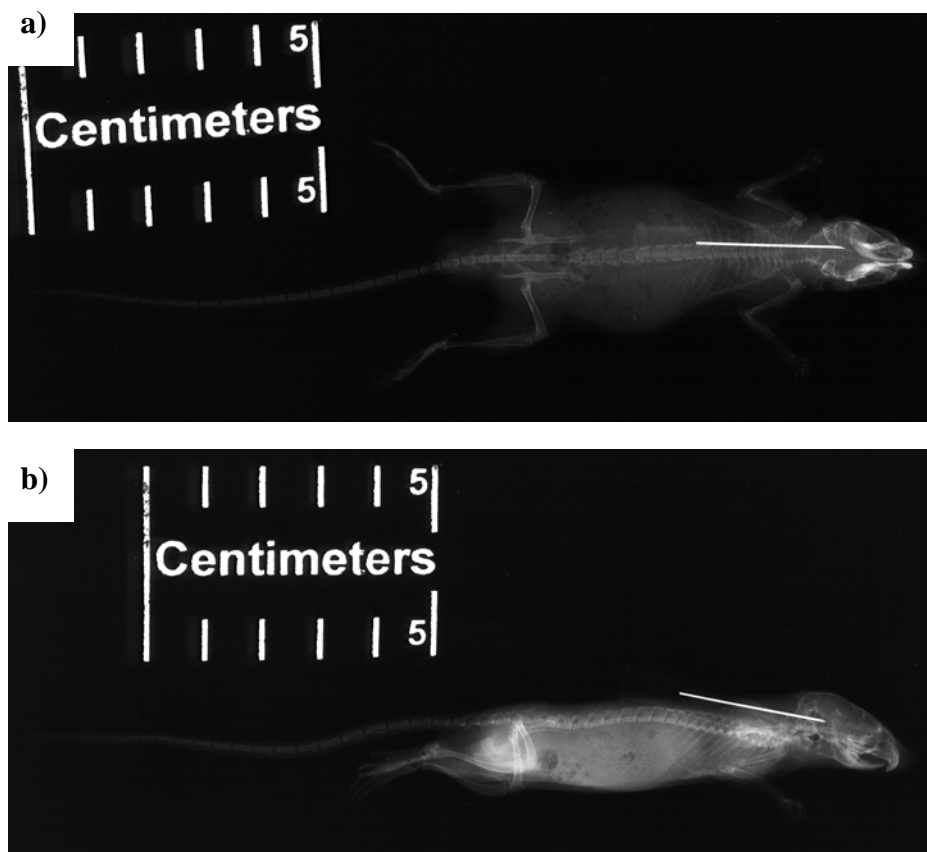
Röntgenbild zur Positionierung einer Kanüle im Gehirn einer Maus (Stamm C 57 BL 6) zur in situ Applikation von Fluoreszenzfarbstoff. Röntgenaufnahme bei 40,5 KV, 5,6 mAs und 70 cm Abstand zur Kassette. Striche: Zentimeterangabe. a): Ansicht von dorsal, b): Seitenansicht.
